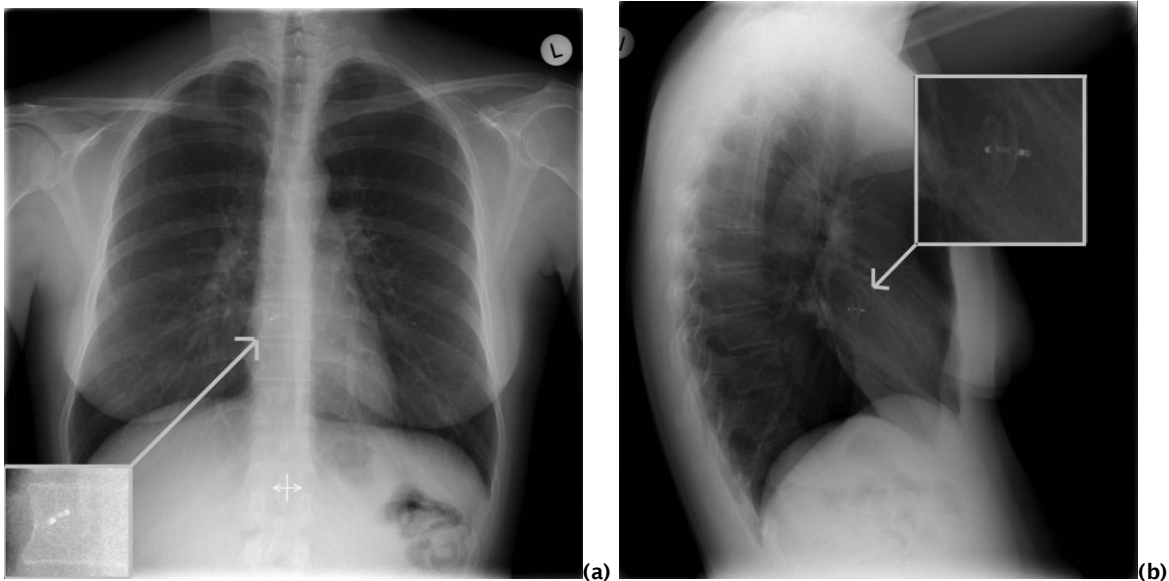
Röntgenaufnahme des Thorax p.a. (a) und seitlich (b) bei einer jungen Patientin mit Schirmchenverluß eines ASD Typ II (Brambs H.J. 2005b)
